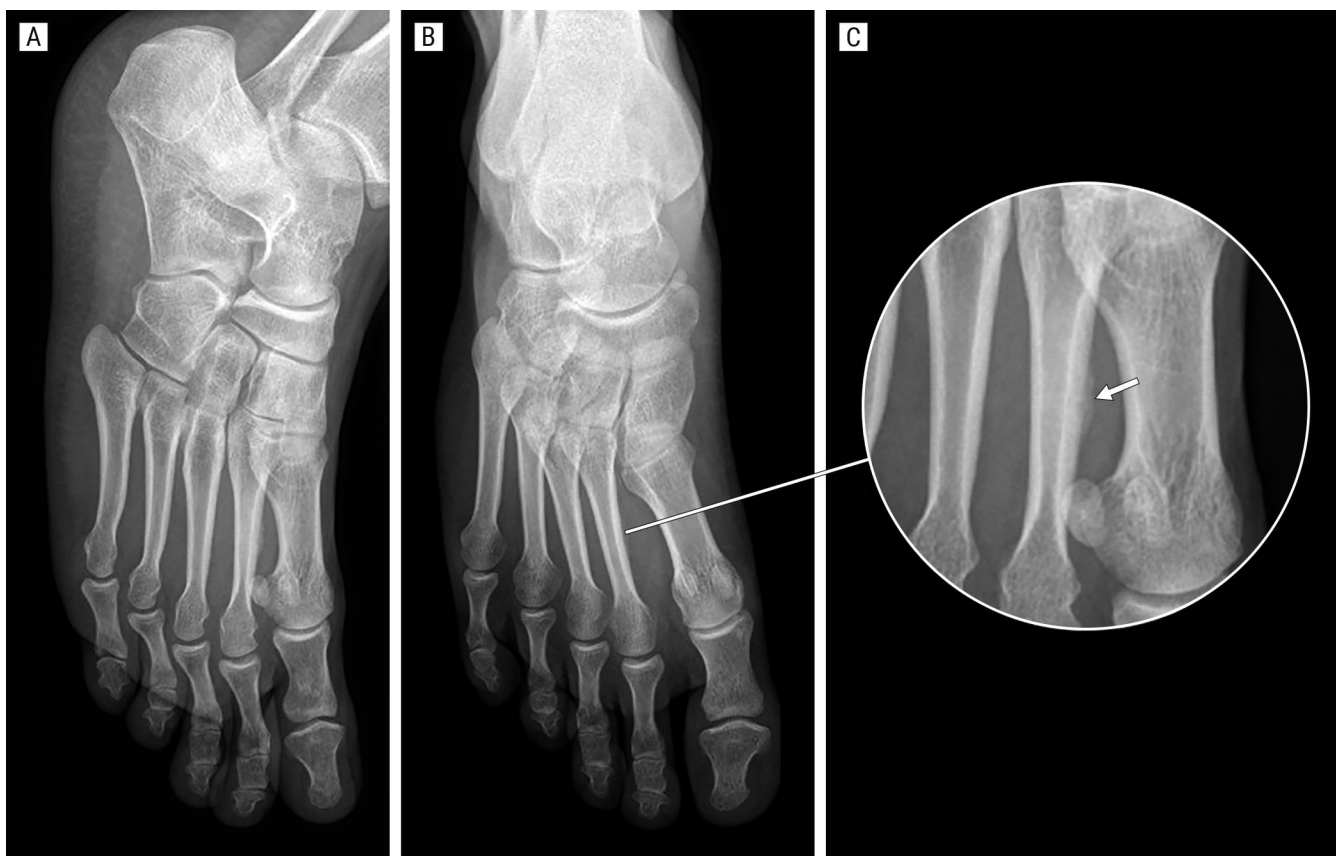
Fractura por sobrecarga, «estrés», incompleta, en un varón de 33 años. Se realizó un diagnóstico de certeza en radiografías oblicua (A), dorsoplantar (B), magnificación (C), diferidas, 3 semanas después de la fractura, donde puede observarse la formación de callo perióstico (flecha).
